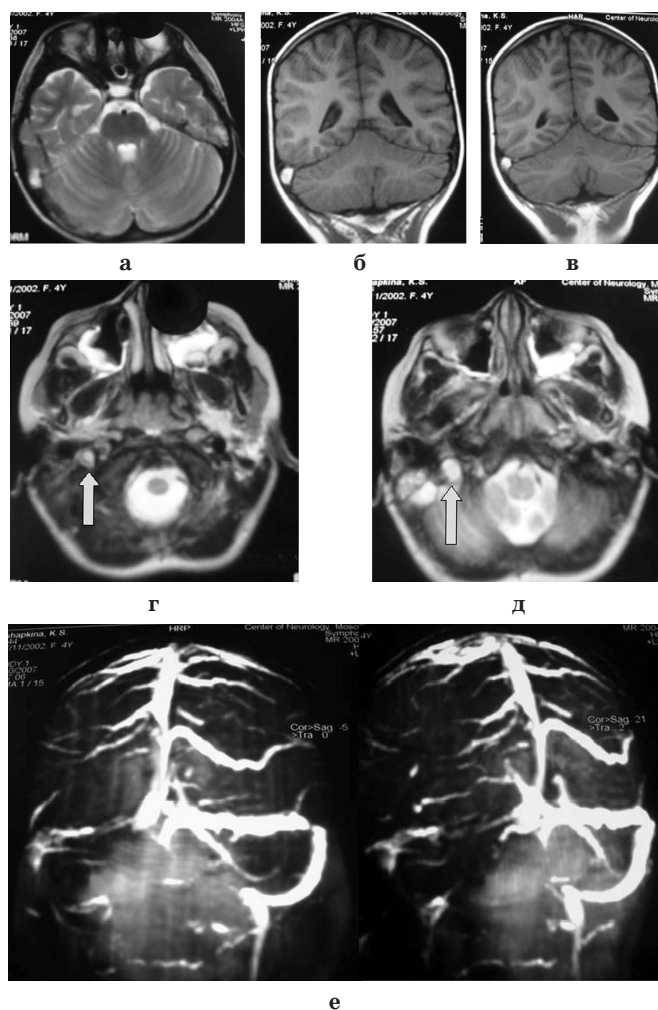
Больная О.: МРТ — в проекции правого латерального синуса визуализируется тромб (а, б, в), в области правого яремного отверстия визуализируется тромбированная яремная вена (г, д), МРВ — тромбоз правого латерального синуса и яремной вены (е).
